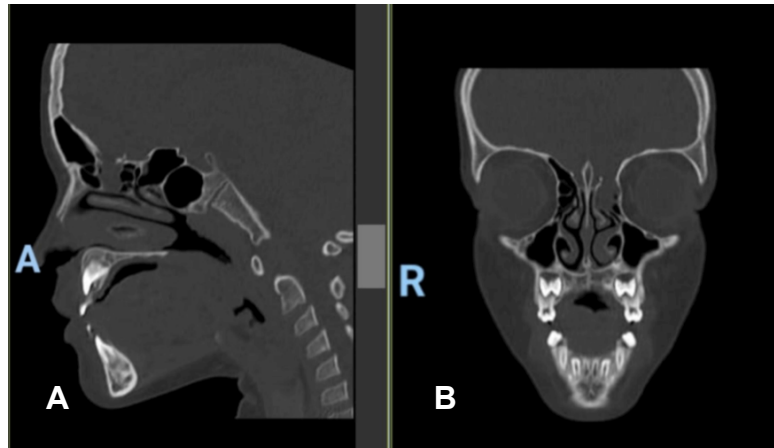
Defecto óseo en la base anterior del cráneo. Tomografía computarizada de los senos paranasales. A) Corte sagital. B) Corte coronal. Se identifica defecto óseo en la fosa craneal anterior izquierda. Figura propiedad de los autores.
